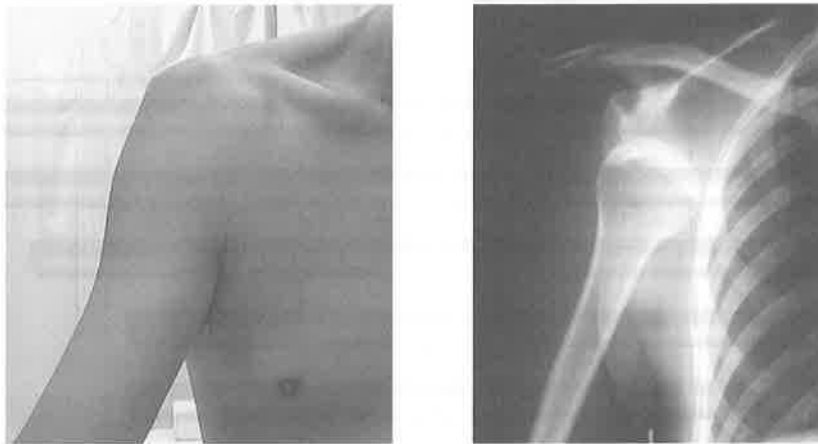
初回外傷性肩関節前方脱臼の受傷直後の視診と単純X線像
